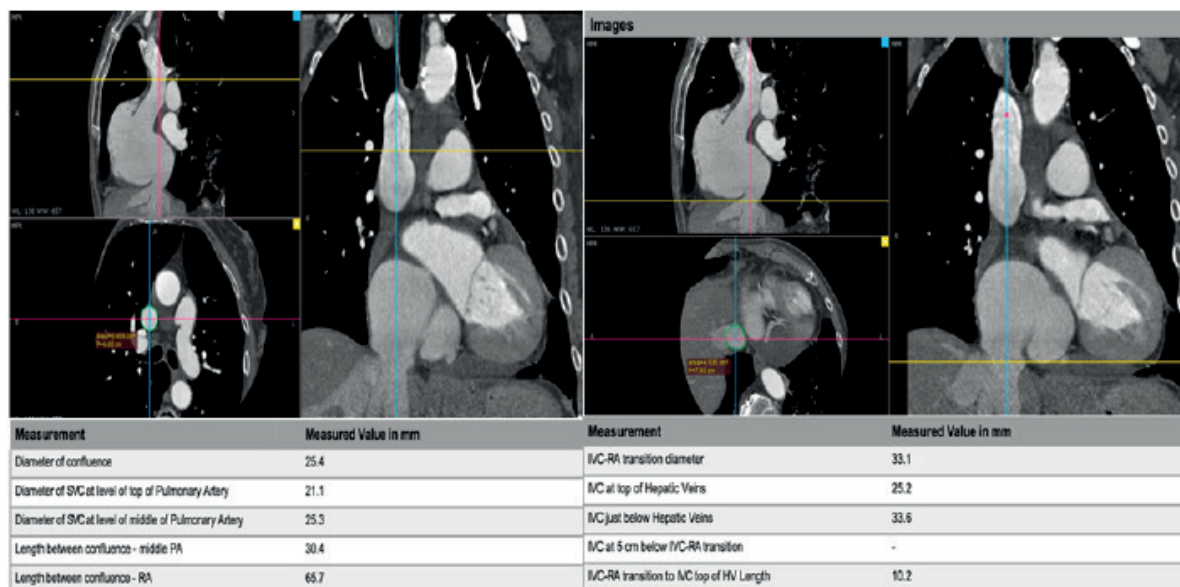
Mediciones en angiotomografía. Sizing en vena cava superior (izquierda) y vena cava inferior (derecha).
